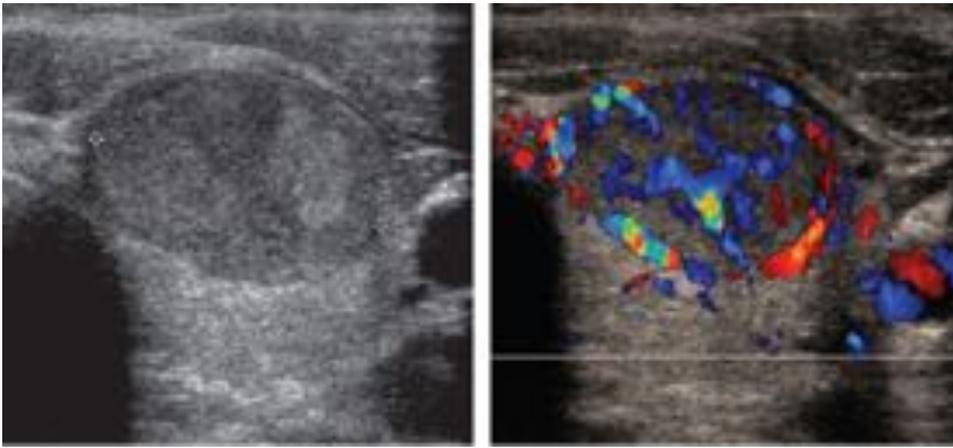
Nódulo con criterios ecográficos de benignidad que en el estudio Doppler presenta notable vascularización central y periférica, lo que demuestra que el patrón de vascularización es un criterio poco específico.
